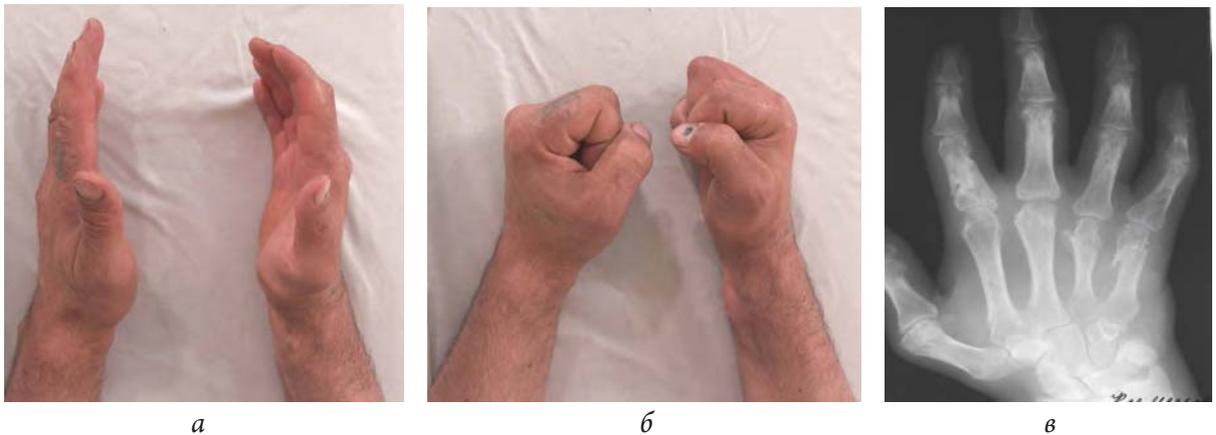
Фотографии (а, б) и рентгенограмма (в) правой кисти больного К., 43 года. Результат лечения
